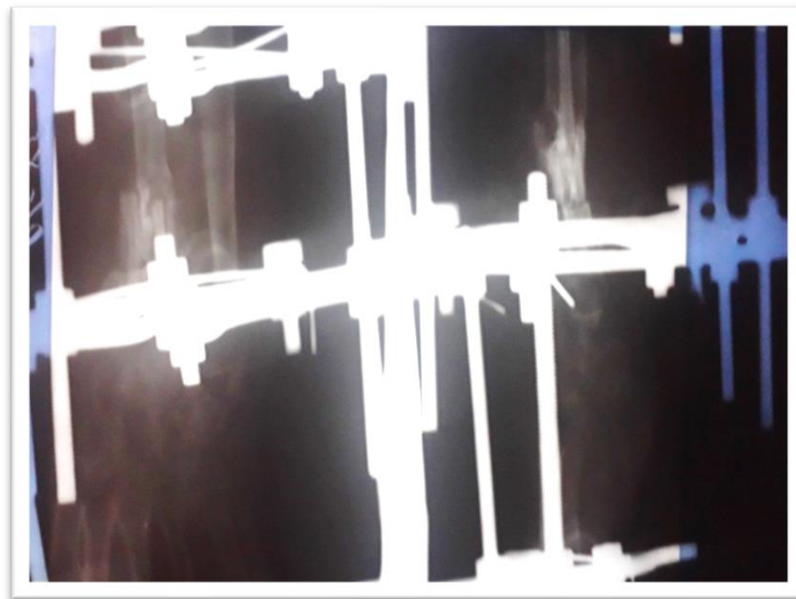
Рентгенография перелома костей предплечья больной Р. после реостеосинтеза
